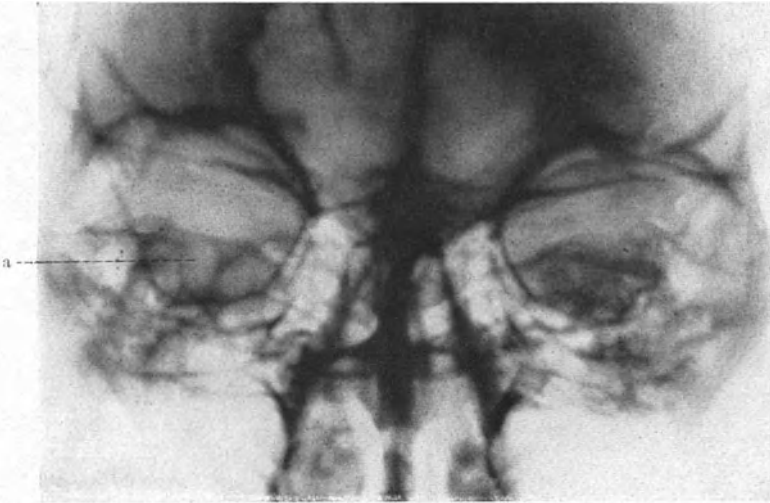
Antero-posteriore Röntgenaufnahme bei einem „wahren“ Cholesteatom des Felsenbeins. Bei a Aufhellung im rechten Felsenbein.
